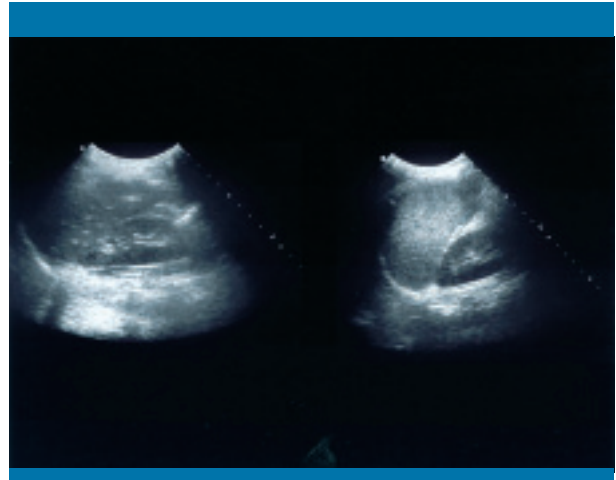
Ecografía de hipocondrio izquierdo, corte coronal. Derecha, ángulo esplénico del colon entre el diafragma y el riñón. Izquierda, niño normal: diafragma, bazo, riñón izquierdo
